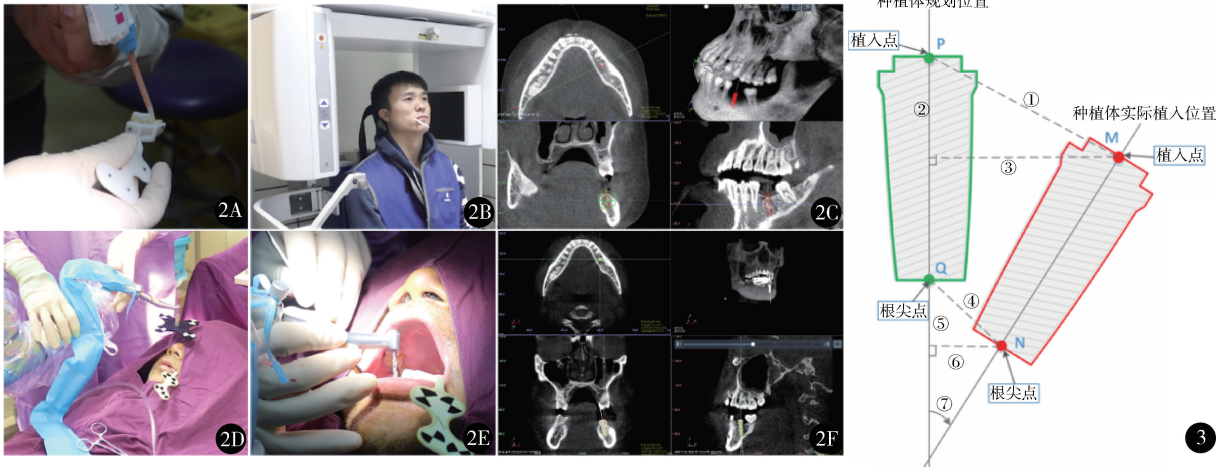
瑞医博口腔种植手术机器人由机械臂(含夹持器)、手术导航软件(型号: RemeDent, 版本: V1.0)、光学跟踪定位仪、专用仪器车等组成 图 2 A. 使用临时冠桥树脂将定位导板固定于患者同颌非手术侧牙列;B. 患者佩戴定位导板拍摄术前 CBCT;C. 将术前 CBCT 数据导入手术导航软件行术前种植体三维位置的规划;D. 术前患者及机械臂的注册;E. 术中机械臂在导航下完成种植窝洞的逐级备洞;F. 术后患者佩戴定位导板再次拍摄 CBCT,并将数据导入手术导航软件与术前规划的种植体影像相融合计算误差 图 3 种植体植入误差定义 ①种植体植入点的总误差;②深度误差;③横向误差;④种植体根尖点的总误差;⑤深度误差;⑥横向误差;⑦种植体的角度误差
